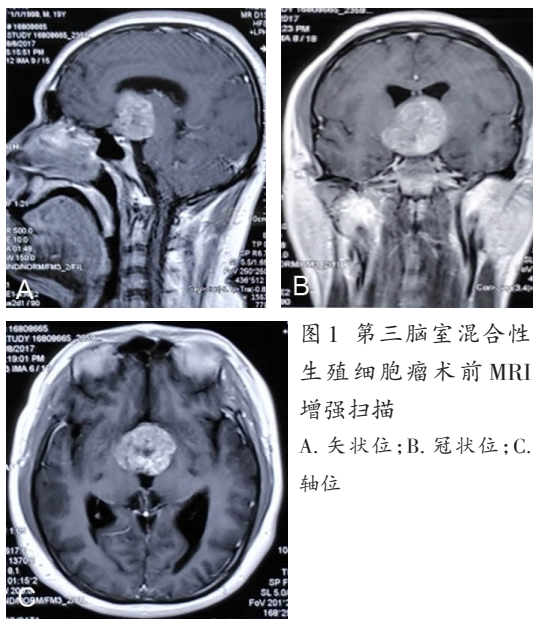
第三脑室混合性生殖细胞瘤术前 MRI 增强扫描
